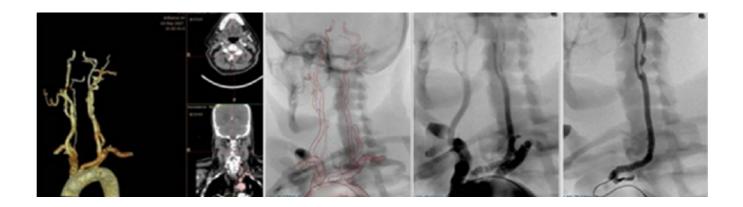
Screenshot of the Simbionix PROcedure™ rehearsal studio software with the original, uploaded, patient CTA DICOM data with the 3D reconstruction on the left, 3D mask, virtual arch angiography and virtual selective carotid angiography (right).
